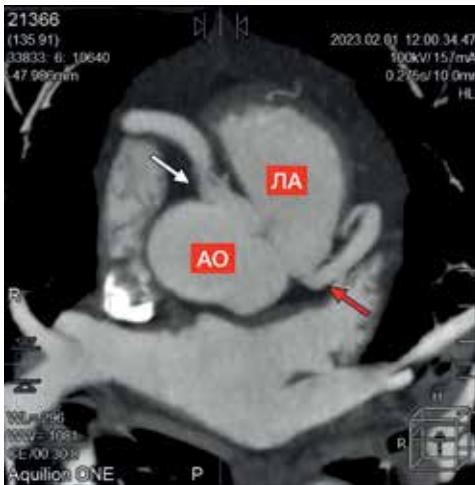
МСКТ до оперативного лечения. Белой стрелкой обозначена правая коронарная артерия, отходящая от аорты. Красной стрелкой обозначена левая коронарная артерия, отходящая от задней стенки ствола легочной артерии. АО = аорта; ЛА = легочная артерия
